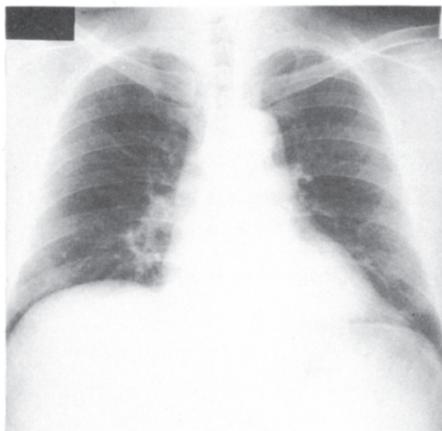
胸部単純写真 (1993.7.7)
